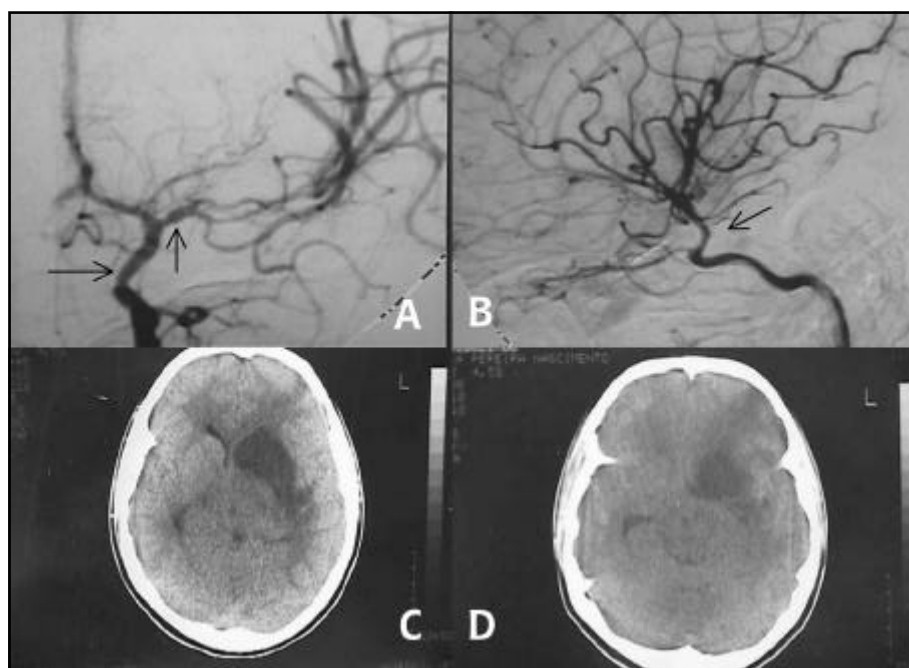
Caso 2. A e B: Angiografia cerebral – estenose da carótida interna no segmento supra-clinóideo e do segmento M1 da artéria cerebral média esquerda. C: Tomografia de crânio - lesão isquêmica região da insula, lentiforme, caudado e cápsula interna à esquerda. D: Lesão isquêmica frontal inferior esquerdo.
